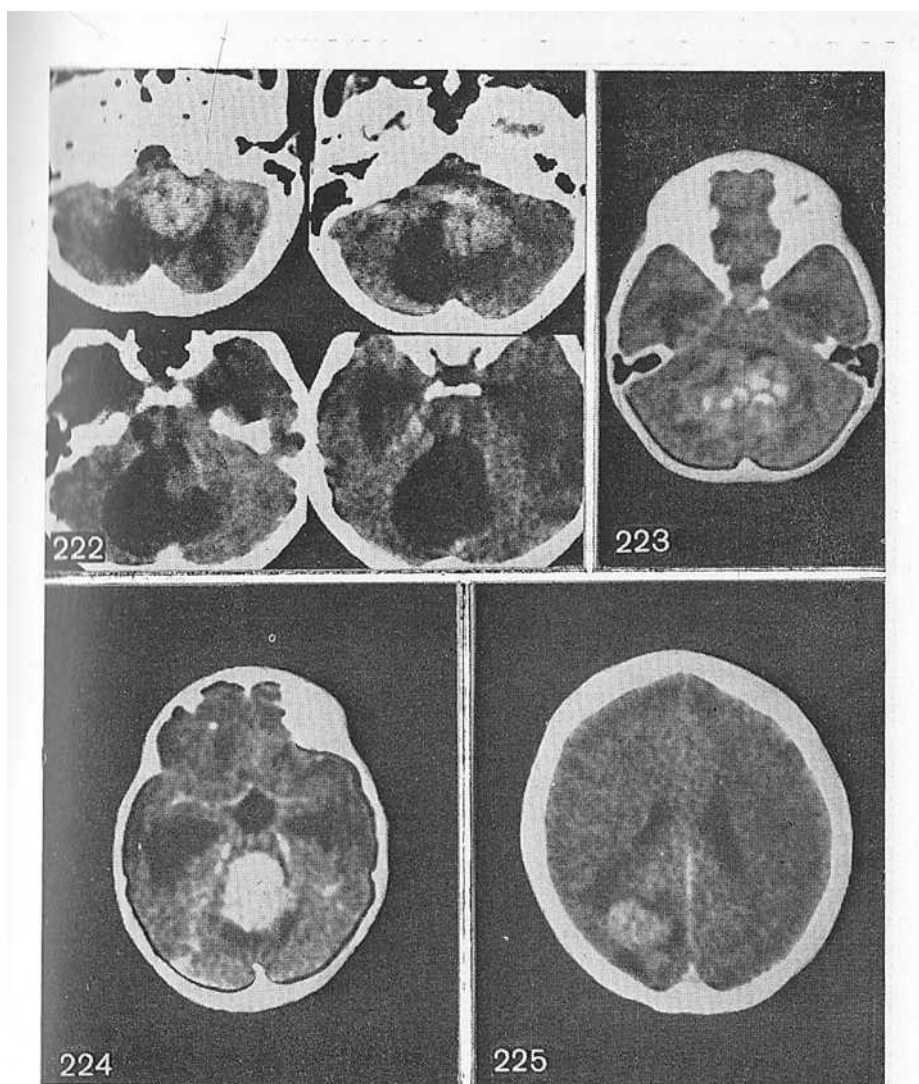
Серия КТ больного с медуллобластомой червя и медиальных отделов левой гемисферы мозжечка, врастающей в IV желудочек и вызывающей его окклюзию и значительное расширение.
